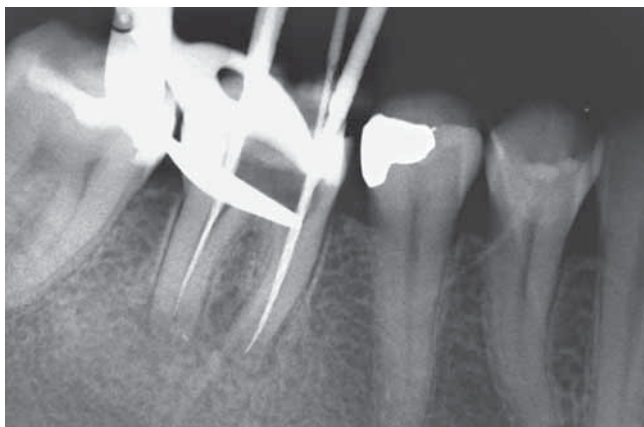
Radiografia intraoperatoria con strumenti canalari a lunghezza di lavoro elettronica.
